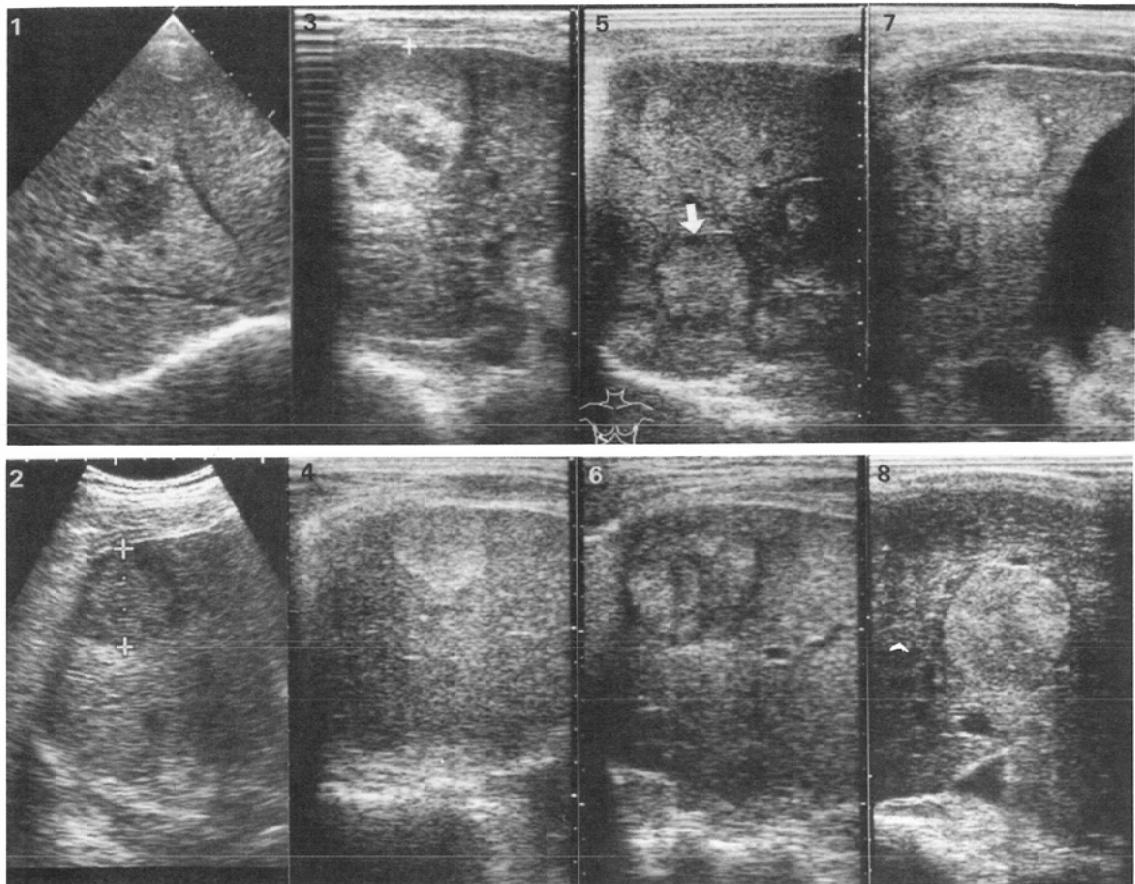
8 sonograms of liver tumor sent to 50 institute all over Japan.
